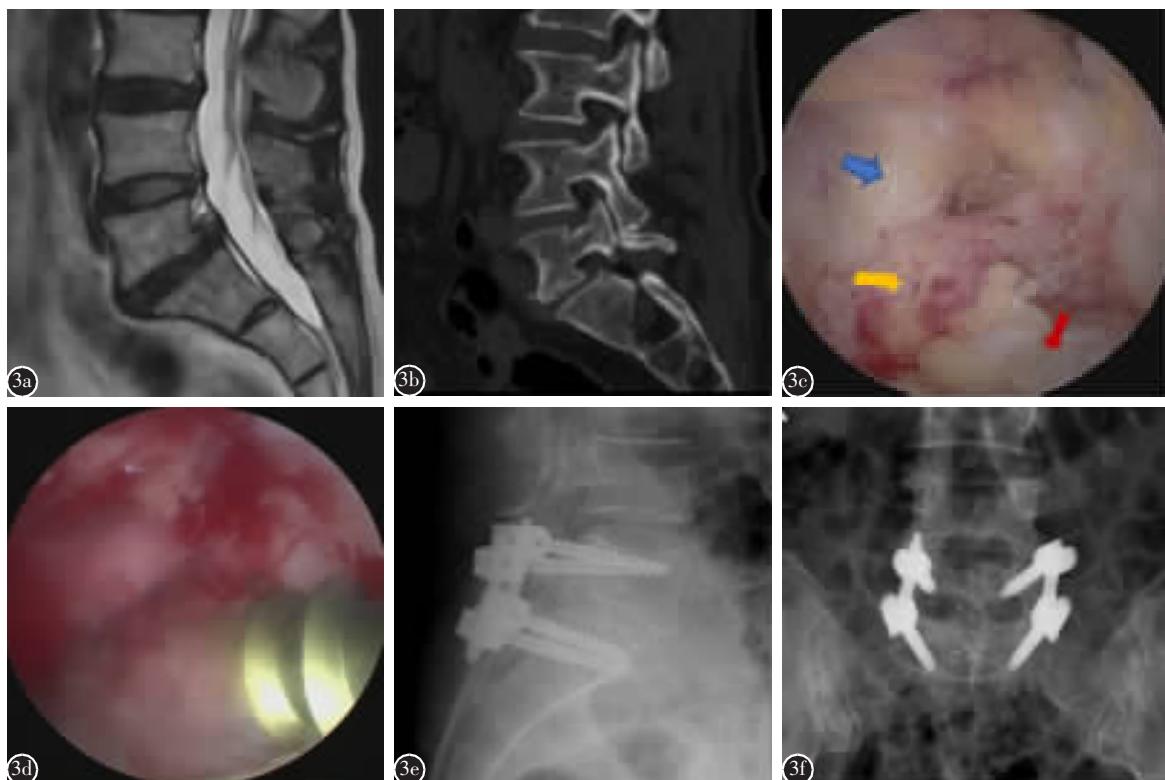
24岁男性患者,L5 峡部裂。行 L5/S1 单节段 BELIF a、b 术前 MRI、CT 示双侧峡部裂滑脱 c 切除右侧椎板后,判断错误,将 L5 右侧侧隐窝误认为是 S1 右侧侧隐窝,切除了 L5 侧隐窝,同时切除了 L5 椎弓根后份,蓝色箭头指示 L5/S1 椎间盘,黄色箭头指示 L5 神经根,红色箭头指示 L5 椎弓根 d 术中及时发现错误,未造成神经损伤,考虑到 L5 椎板完全切除,L5 神经根全程暴露,为了置钉安全,在内镜监视下置入 L5 右侧椎弓根螺钉 e、f 术后 X 线片示内固定位置良好
